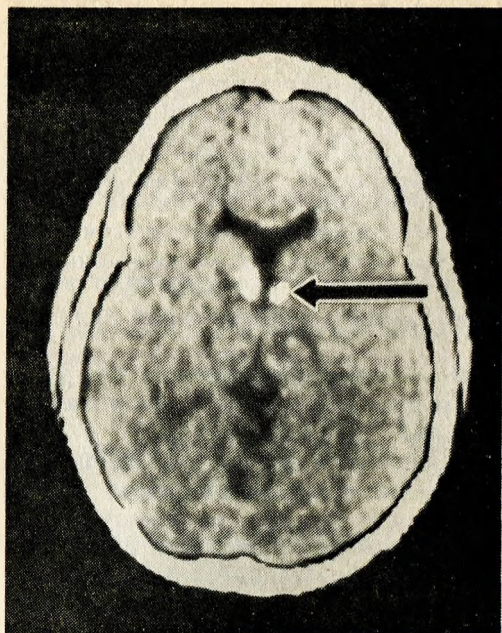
Томограмма черепа 9-летней девочки, страдающей туберозным склерозом, с гипопигментированными пятнами на коже, отставанием умственного развития и миоклоническими судорогами в раннем детстве.
